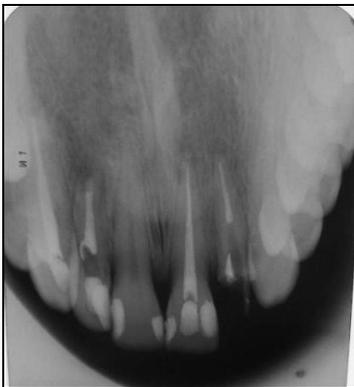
Radiografia Oclusal, preservação de 2 anos. Caso clínico 1
